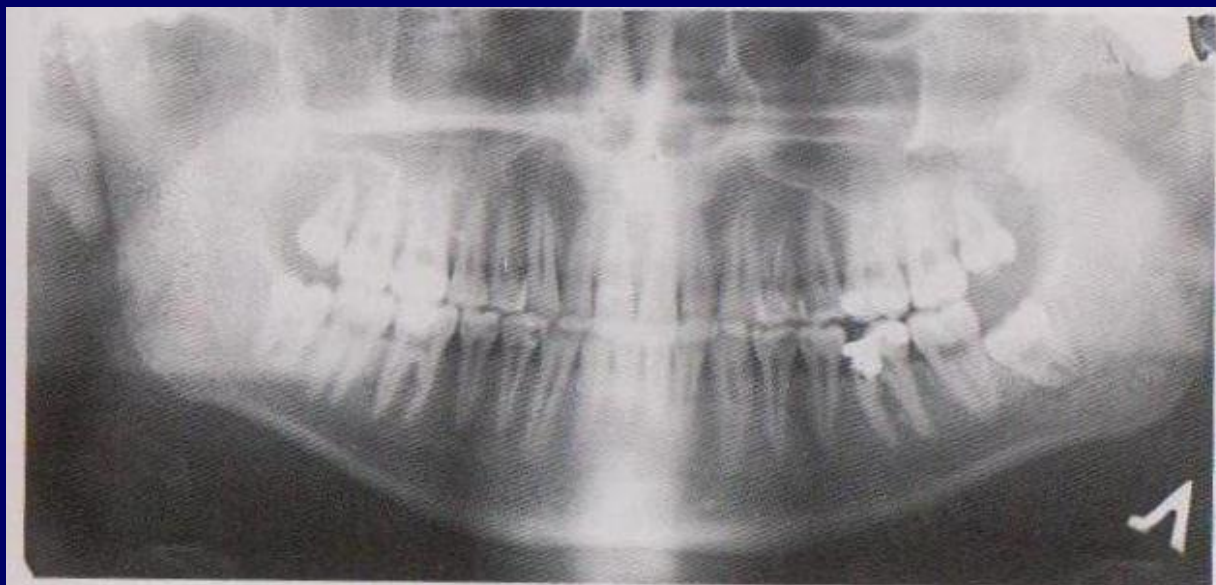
Ортопантомограмма. На фронтальный отдел проецируется тень шейных позвонков. Микроденития 18, 28, кариес коронки 44, ретенция 38.
